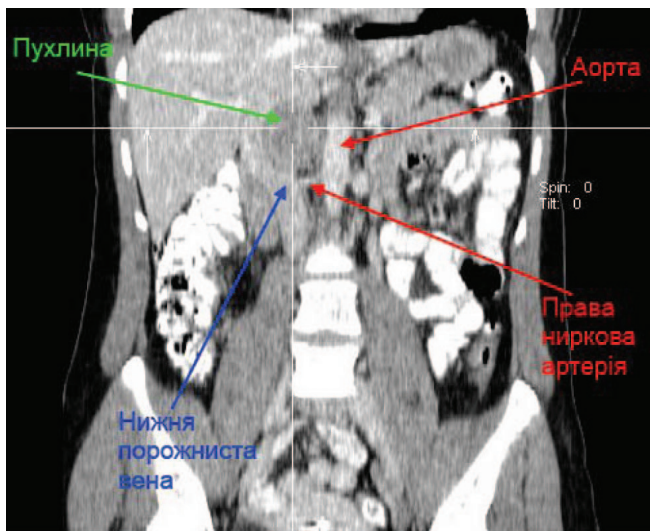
КТ-ознаки позаорганного пухлинного утворення.
